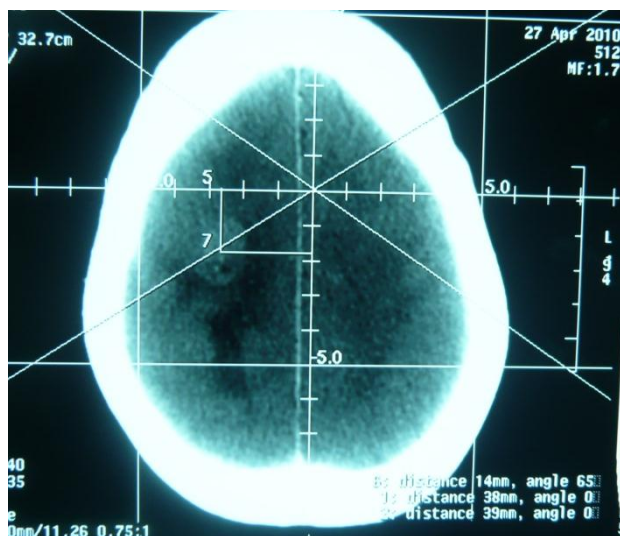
TDM de repérage cadre en place. La cible de biopsie a été choisie au centre de la lésion vu la prise de contraste homogène.
